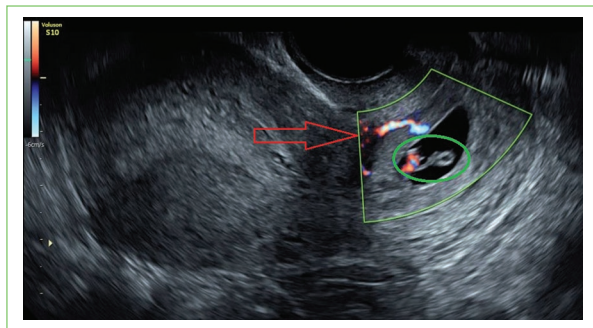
Gestación ectópica implantada en el labio anterior del cuello uterino (círculo verde), donde se observa el saco gestacional con embrión y vesícula vitelina. El estudio Doppler color (flecha roja) revela la vascularización peritrofoblástica y embrionaria que confirma la sospecha de gestación ectópica cervical.
